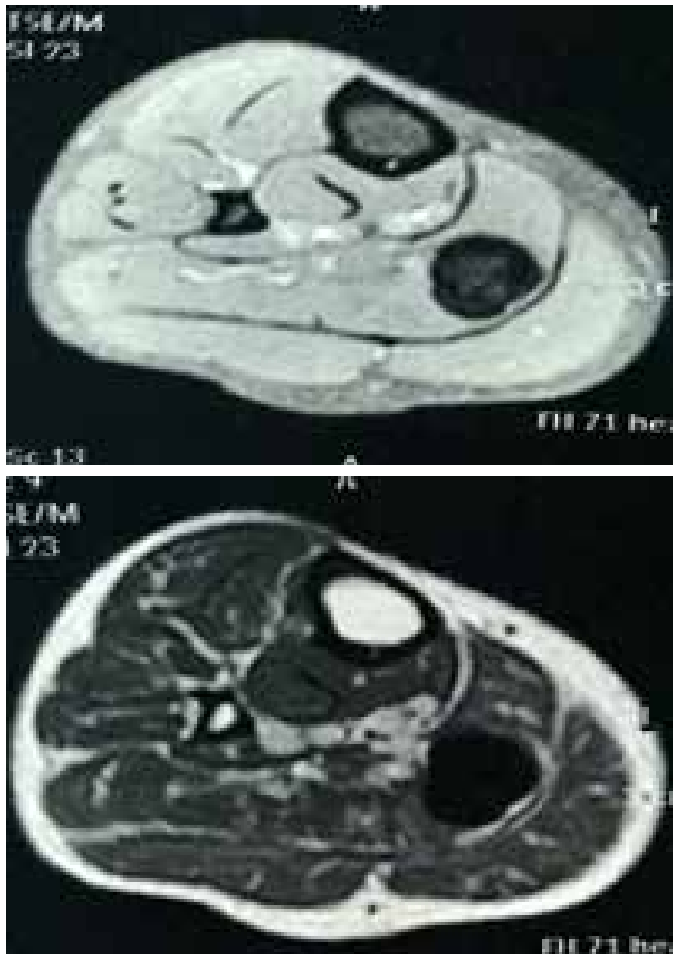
Ressonância magnética da perna, corte coronal em T1 (A) e em T2 (B), com lesão ovalada no músculo solear, com hipossinal nos dois cortes.
